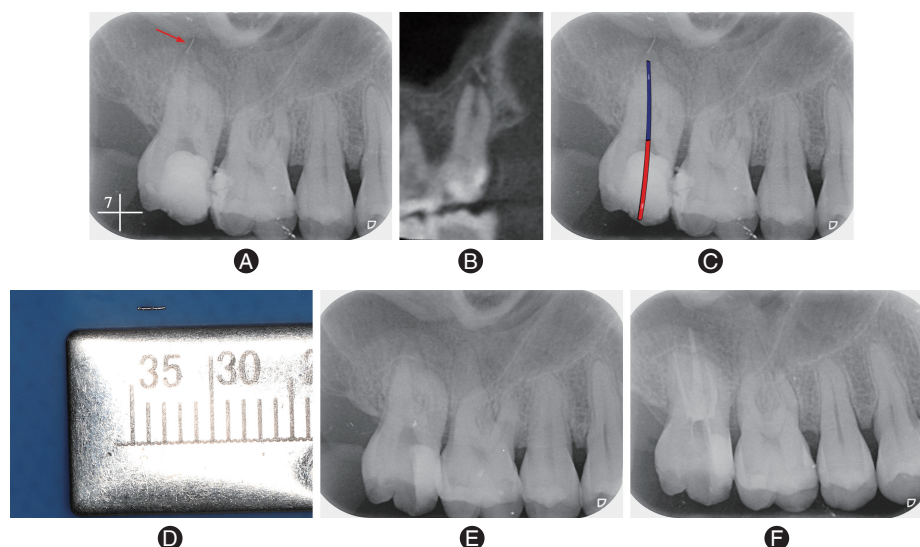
磁铁吸引取右上第二磨牙腭根根尖孔外分离器械 A:根尖片显示17腭根根尖孔外高密度异物影(红色箭头示);B:锥形束CT(CBCT)分析器械长度、根管形态、分离器械与根管三维方向的位置关系,见较短高密度异物影位于根尖孔外;C:钕铁硼强磁棒吸引取出分离器械;D:取出的分离器械,长度约2 mm;E:取出分离器械后根尖片显示无残留;F:根充完成后根尖片。
